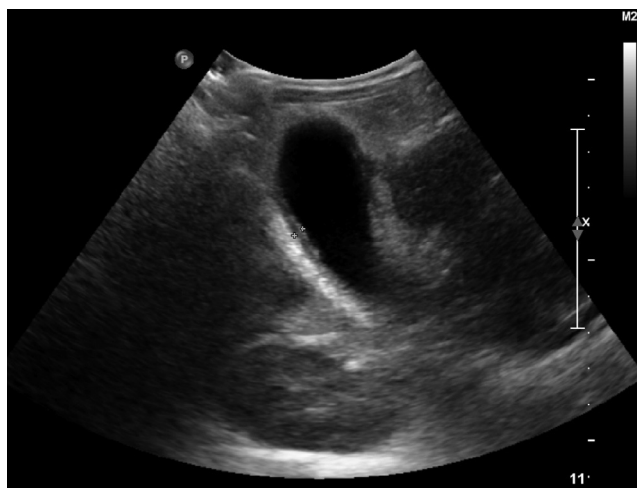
Ecografía de abdomen. Vesícula ligeramente distendida con pared engrosada y líquido perivesicular. No se identifican litiasis en su interior.
